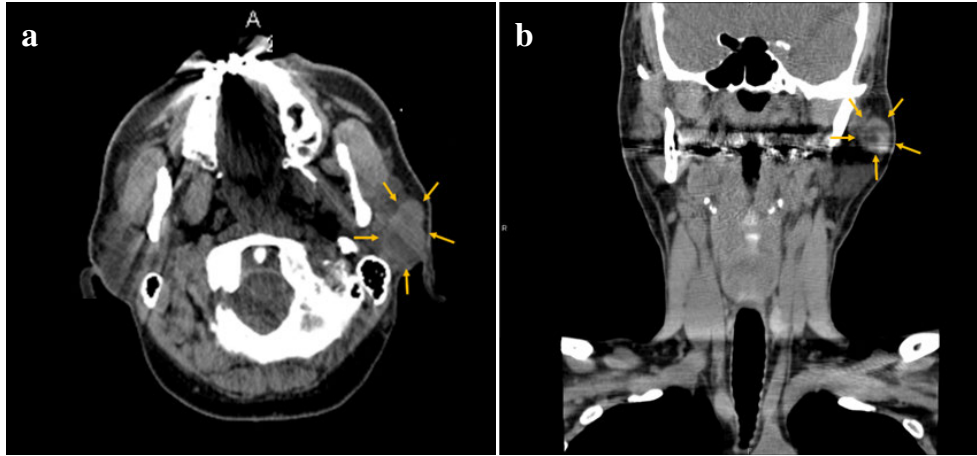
a, b : Head and neck CT images : A well-demarcated, solid and lobulated mass in the left parotid gland area.
